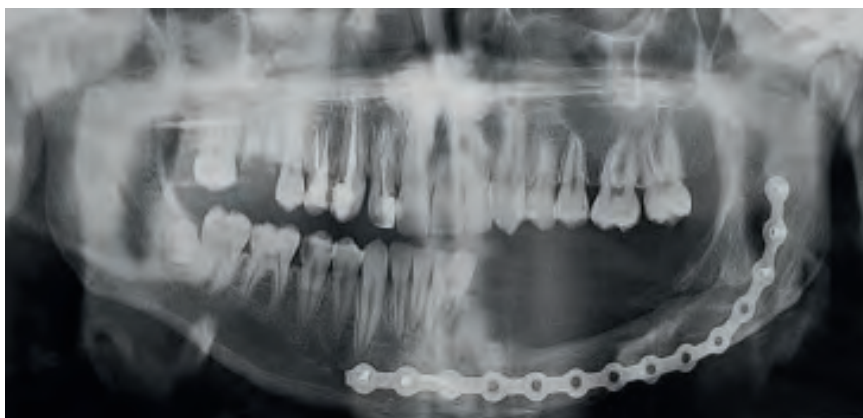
Контрольна рентгенограма через рік після операції
